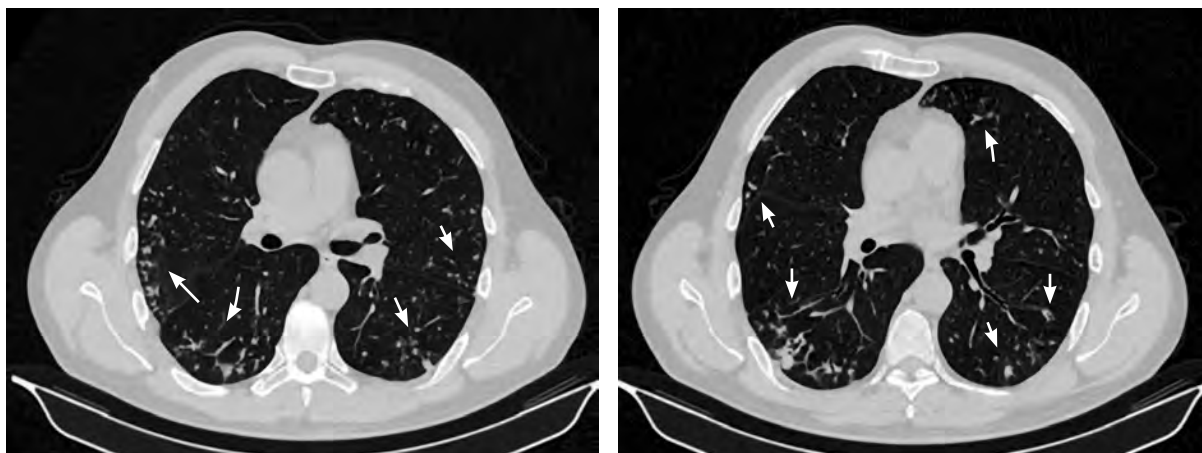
На аксиальных КТ-срезах легких (легочное окно) от апреля 2023 г. определяются полиморфные очаги с тенденцией к слиянию и бронхоэктазы в обоих легких (стрелки)
